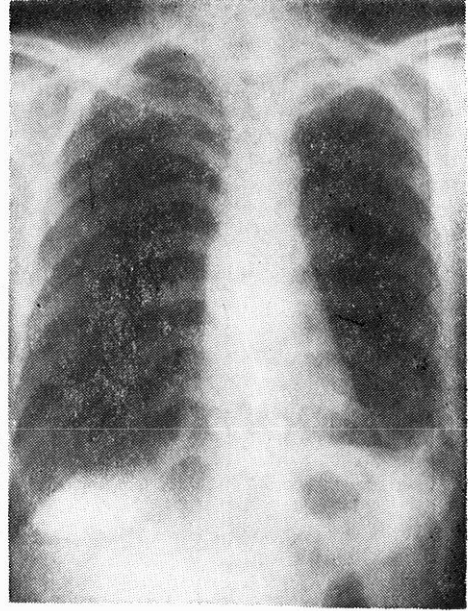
Preoperatif P-A akc. grafisi (BT'de çekildi)
